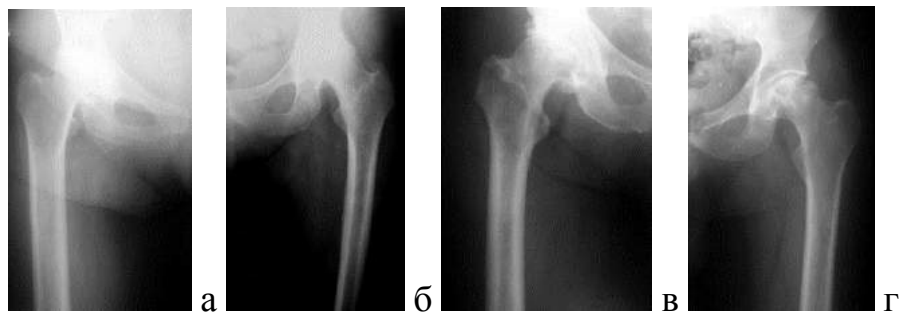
Рентгенологическая картина при ОА и АНГБ с различными вариантами саногенетических реакций; а) ♀, 64 г., атрофический тип; б) ♀, 60 лет, нормотрофический тип; в) ♂, 57 лет, гипертрофический тип; г) а) ♂, 44 г., очаговая деструкция головки бедра при АНГБ 3ст.
